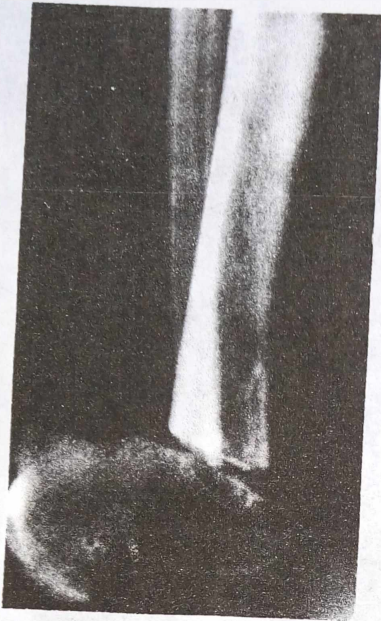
Фото рентгенограм. Ампутація гомілки по Пирогову в модифікації Гюнтера.
